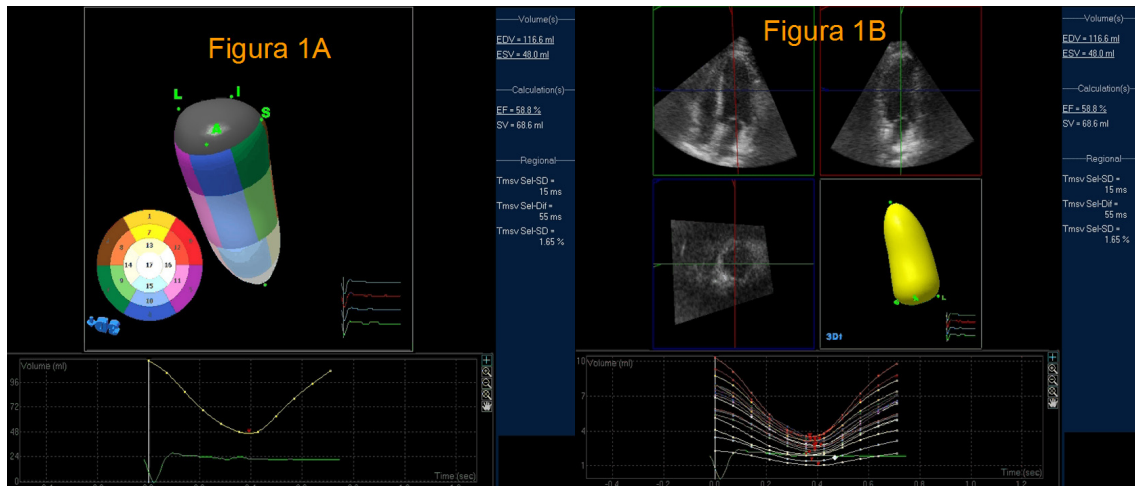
Imagem de ecocardiografia tridimensional de ventrículo esquerdo (modelo de 17 segmentos, fig.1A), com a aferição dos volumes ventriculares e da fração de ejeção. A aferição dos volumes e da fração de ejeção foi derivada a partir de ecocardiografia bidimensional (fig.1B) analisada em múltiplos planos de observação.
